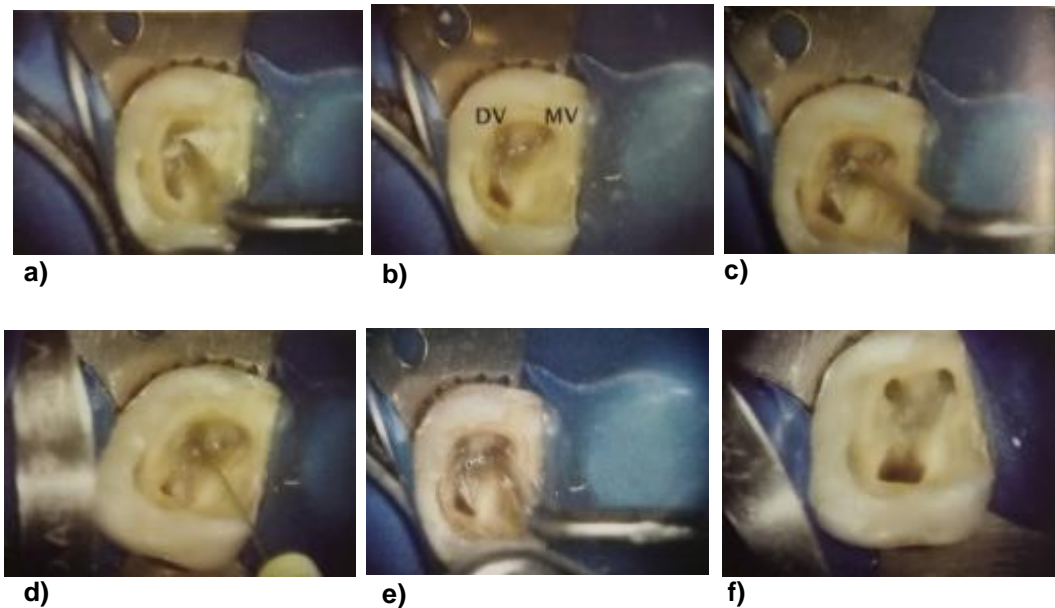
a) Punta de ultrasonido iniciando el desgaste, b) se observa dentina obstruyendo la entrada de los conductos MV Y DV, c) localización del conducto DV, d) localización del conducto MV con punta ultrasónica, e) acceso finalizado.⁸
